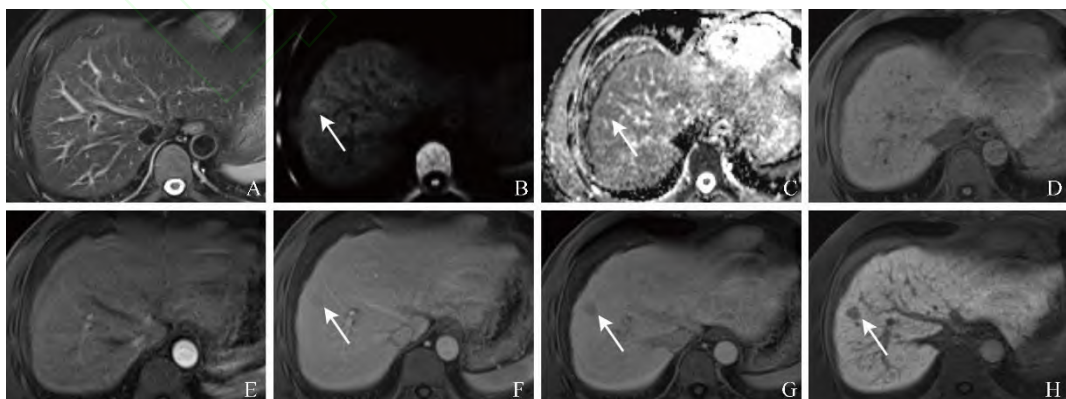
男, 39岁, 肝S8段肝细胞肝癌(I级, 直径9 mm)。Gd-EOB-DTPA增强MRI示结节灶T2WI呈等信号(A), 扩散加权成像呈高信号(B), 表观扩散系数图呈低信号(C), T1WI平扫呈等信号(D), 动脉期未见明确强化(E), 门静脉期呈稍低信号(F), 移行期呈低信号(G), 肝胆特异期呈明显低信号(H)。箭示病灶
